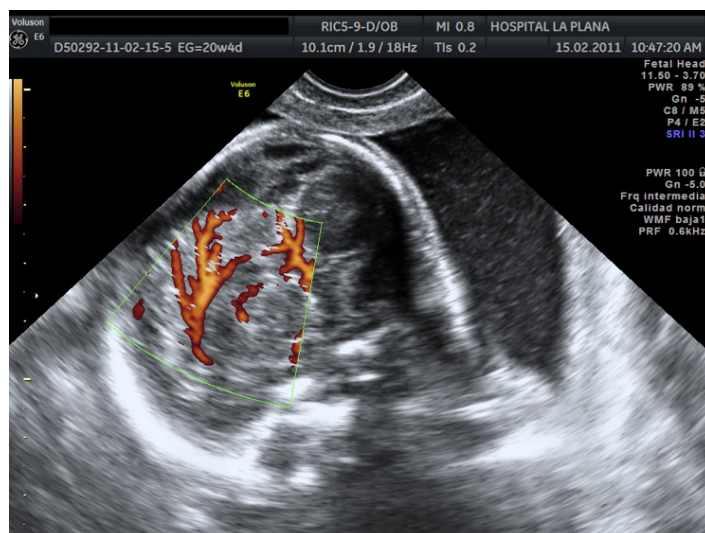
Visualización de arteria pericallosa mediante Power-Doppler.
